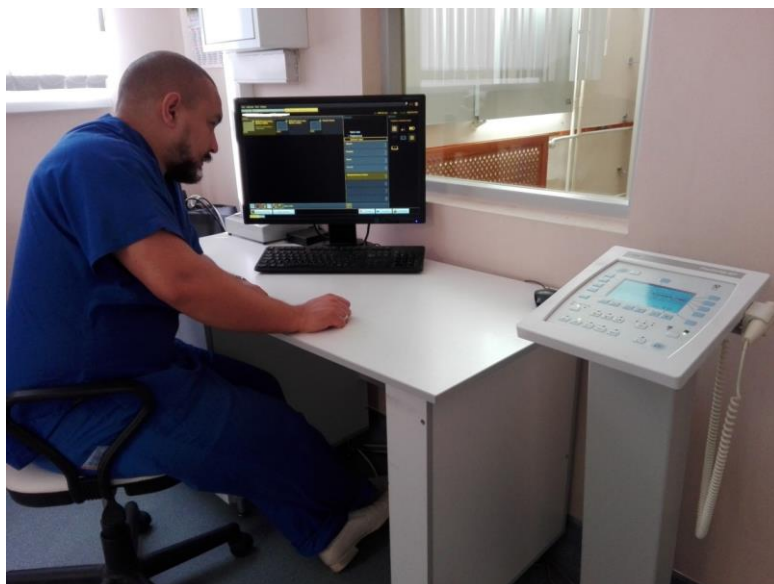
АРМ рентген-лаборанта в Центре.
